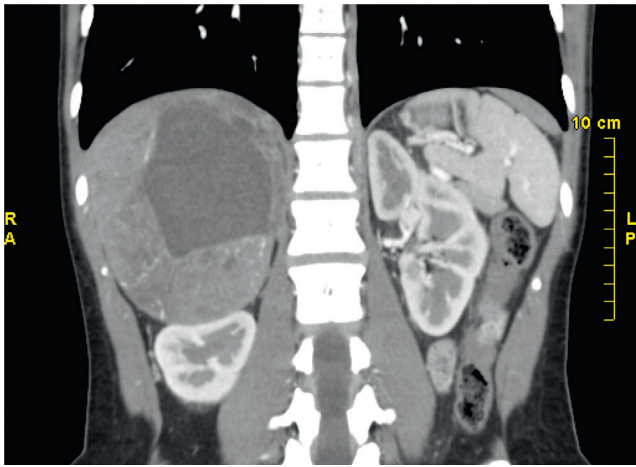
Image tomographique de face d'un très volumineux phéochromocytome surrénalien droit partiellement nécrotique abaissant et comprimant le rein. Source : Dr C. Cardot-Bauters.
